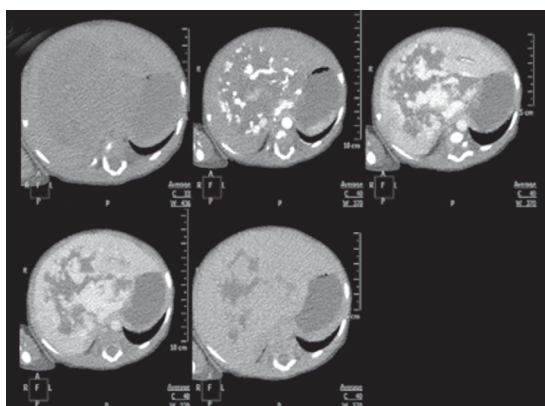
Аксиальные компьютерно-томографические снимки во все фазы контрастирования
